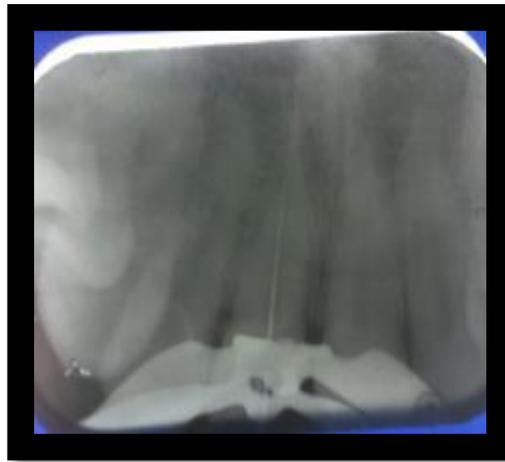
Radiografía – Conductometría determinación de la longitud de trabajo
